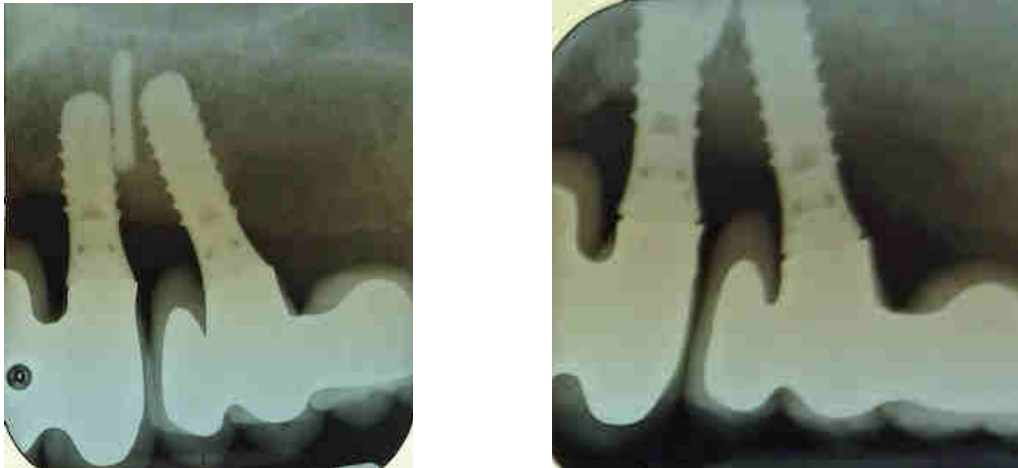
Radiographie d'implants avec un angle de 0° (à gauche) et Radiographie d'implants avec un angle différent de 0° (à droite)
